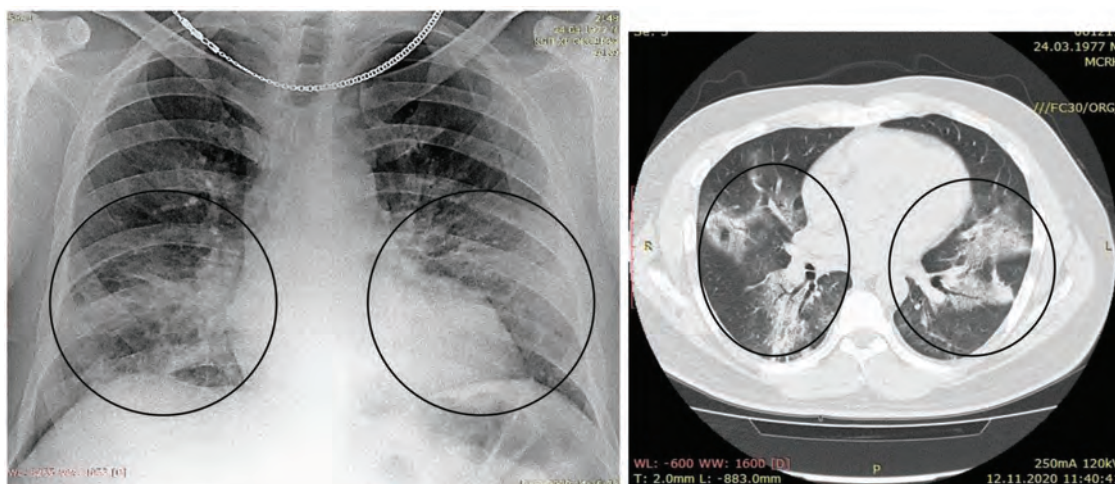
Оглядова цифрова рентгенограма та КТ хворого К., 43 роки. Двобічне ураження легенів у вигляді ділянок інфільтрації без чітких контурів з безконтрастною бронхографією (паттерни консолідації та «матового скла»)
